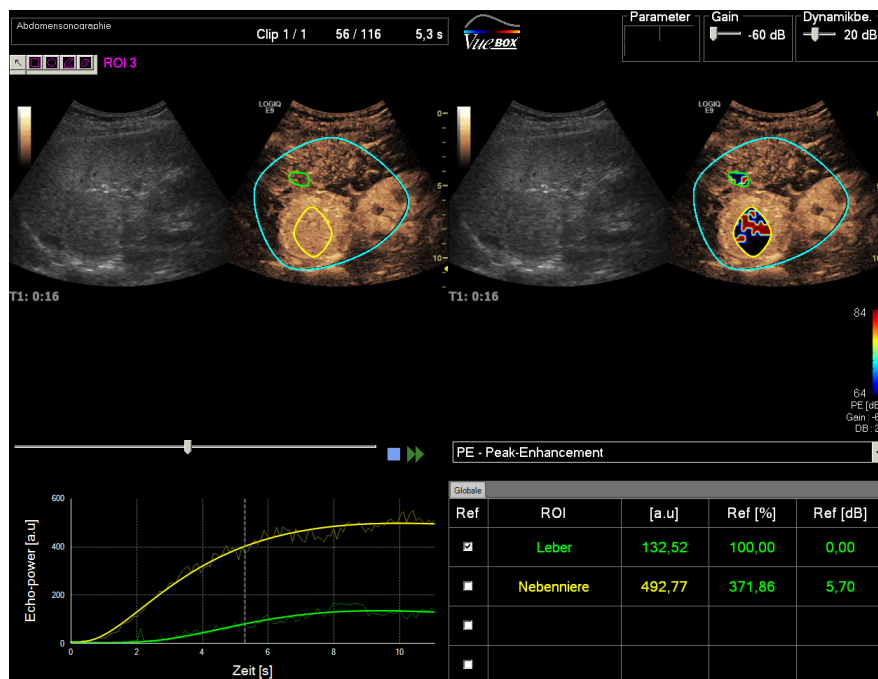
„Regions of Interest“ bei einem Patienten mit Phäochromozytom. Die blaue Linie stellt die „Begrenzungs-ROI“ dar. Die Nebennierenraumforderung befindet sich auf der rechten Körperhälfte und ist mit einer gelben ROI markiert. Als Referenzorgan ist sonographisch die Leber dargestellt. Diese ROI ist hier grün markiert. Beispielsweise sind die Werte des Kontrastmittelparameters Peak-Enhancement aufgezeigt.
